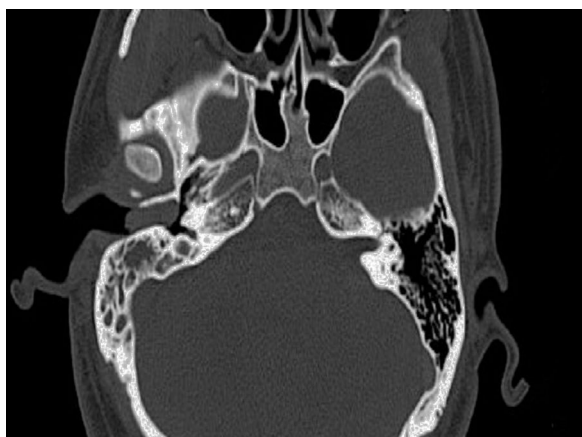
TC axial antes da cirurgia mostra uma faixa bem circunscrita de tumor sólido no conduto auditivo externo direito sem erosão óssea e uma área de média densidade no antro timpânico.
